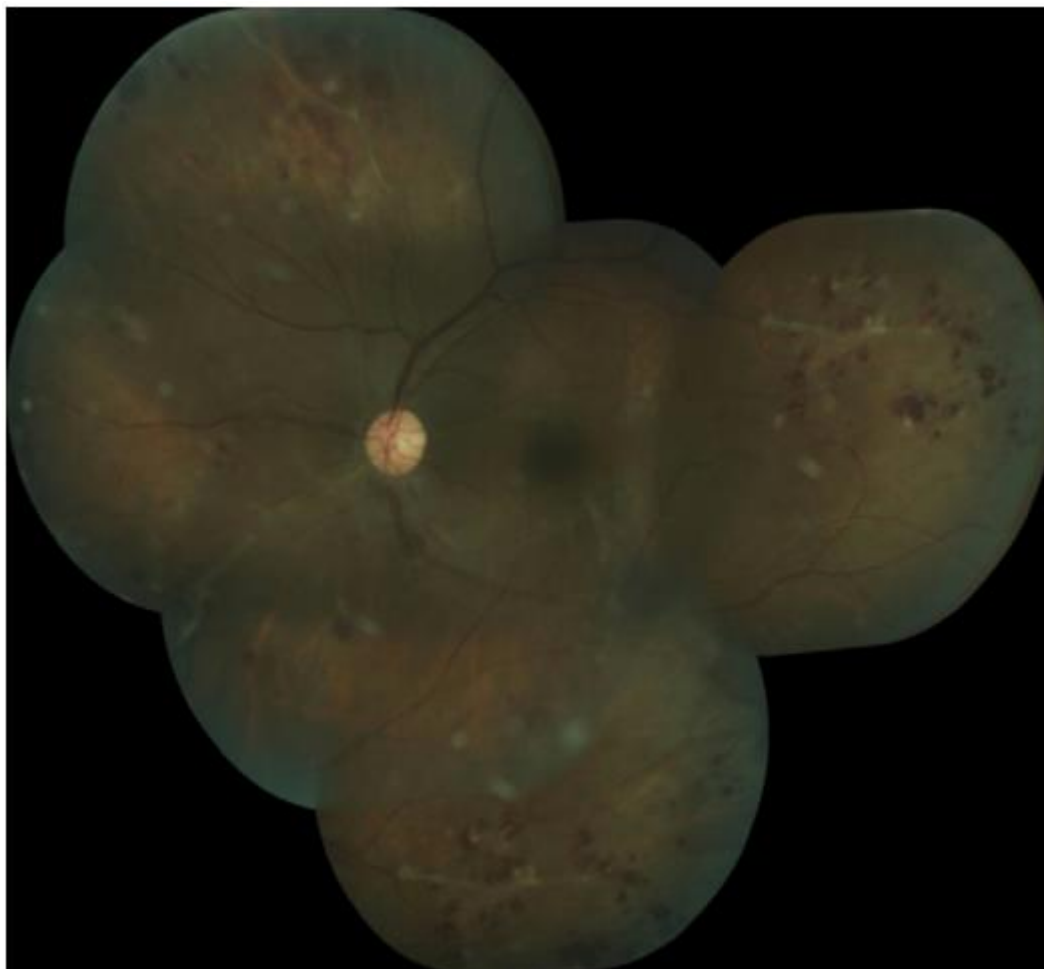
Клинический случай болезни Илза, сопровождающейся перифлебритом, нарушением капиллярной перфузии и периферической неоваскуляризацией
